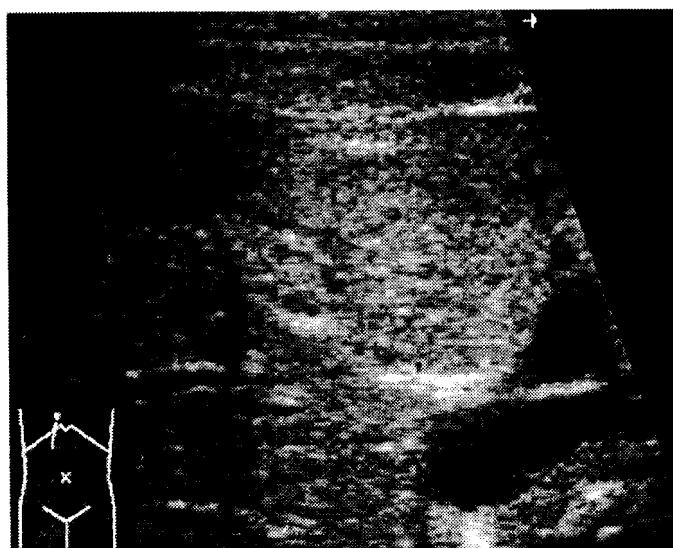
Ультразвуковая томограмма гемангиомы печени сразу после чрескожного функционального контрастирования ее раствором триомбрата у больной Д., 40 лет.
